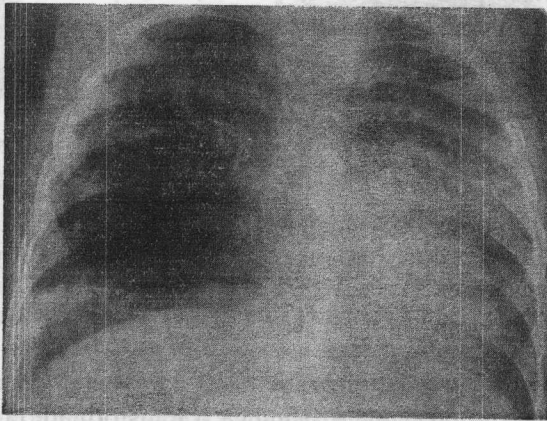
Radiografia cutiei toracice. Formațiune polichistică aeriană a plămânului drept, cu deplasarea mediastinului spre stânga.
